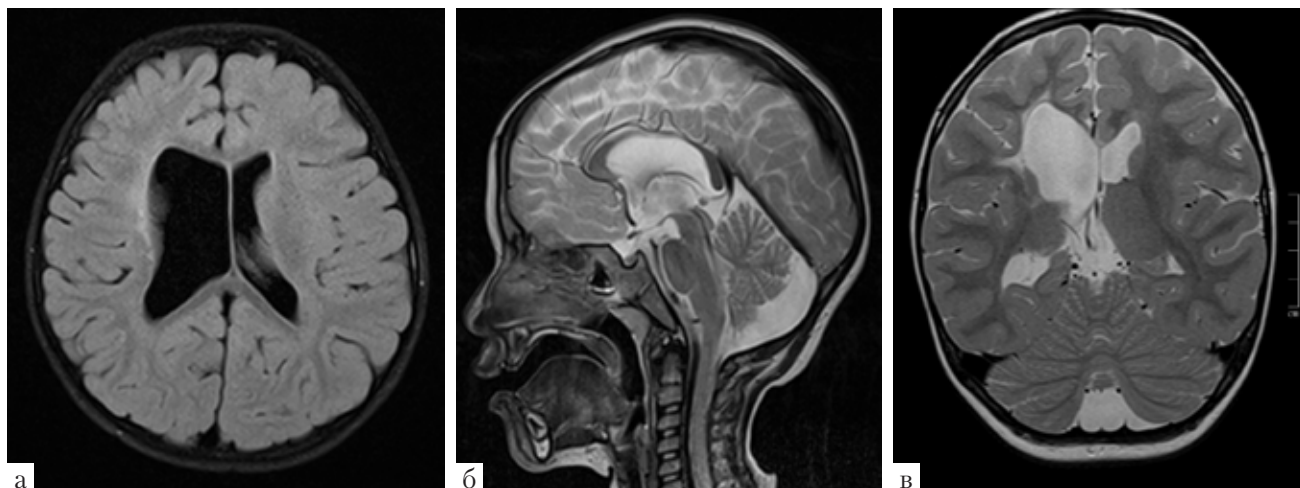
МРТ головного мозга ребенка 3 лет. Синдром Леннокса–Гасто. Атрофические изменения мозолистого тела, вентрикуломегалия: а – T1m, б, в – T2-ВИ
